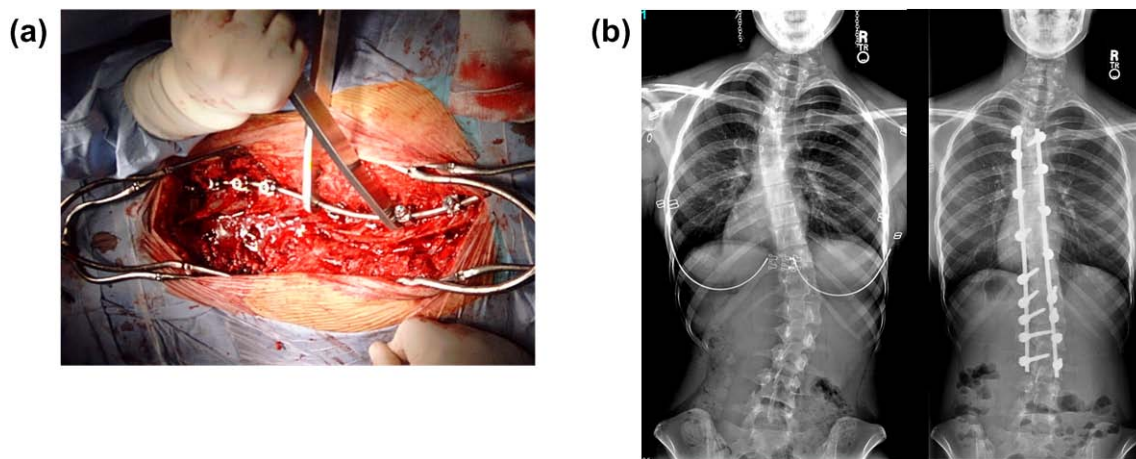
Chirurgie correctrice de la scoliose. (a) Image peropératoire montrant l'exposition du rachis et l'instrumentation des vertèbres nécessaire pour la fixation de la tige de maintien. (b) Radiographies pré et postopératoires d'une patiente présentant une scoliose. Radiographies de *University of Utah Hospital - Radiology Department* (2010), images du domaine public. Consultées le 15 mars 2012, tirées de <http://commons.wikimedia.org/>.
